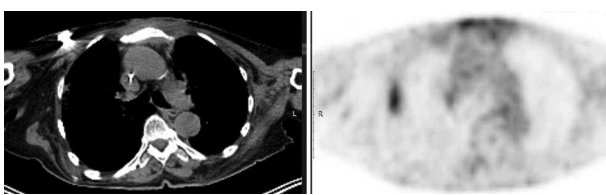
ПЭТ-КТ от 07.03.2023, через 3 мес после завершения ЛТ, полная регрессия метастатического лимфатического узла в правой аксиллярной области.
